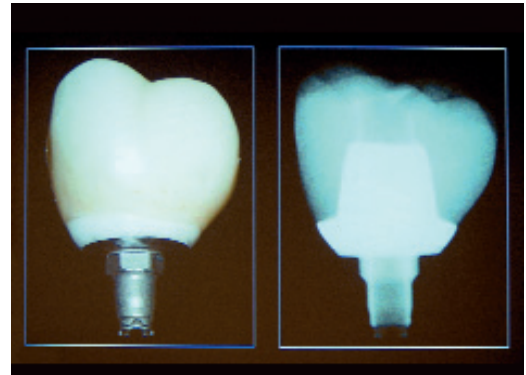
Abutmentkrone formgeschliffen, rechts im Röntgenbild.
